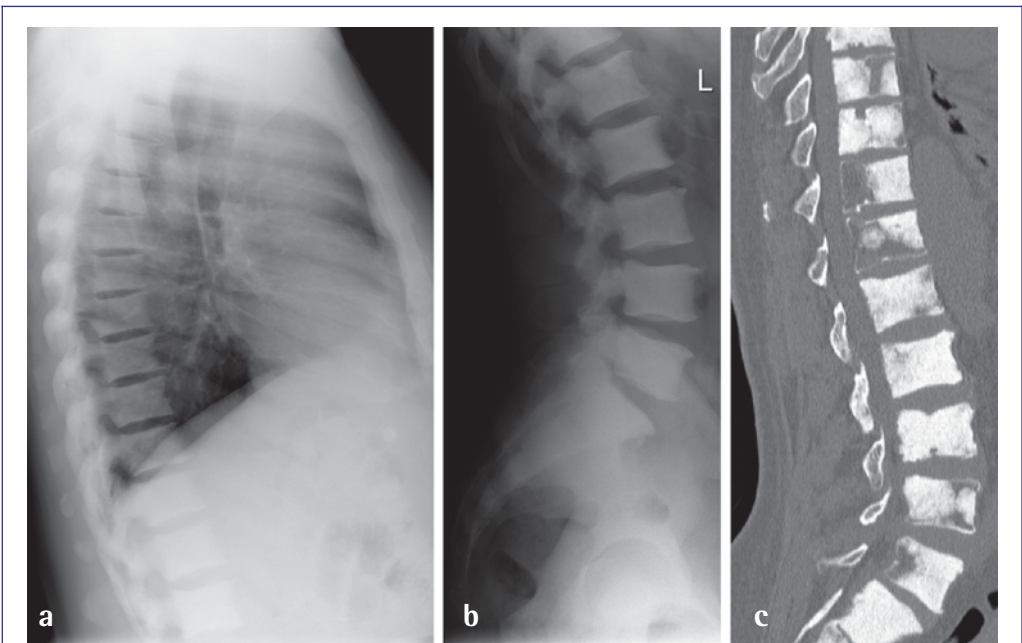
72-jähriger Patient mit Z. n. PVE. Eine ossäre Metastasierung war bereits bekannt; bei Schmerzen im Bereich von BWS und LWS ergab sich nun die Frage nach einer Frakturgefährde. Die konventionellen Röntgenaufnahmen von Thorax (a) und LWS (b) seitlich ließen eine komplett homogene osteosklerotische Metastasierung vermuten. Stattdessen zeigt das Multidetektor-CT mit sagittaler knöcherner Rekonstruktion (c) einen sehr inhomogenen Befall auf Höhe des lumbosakralen Übergangs. Insbesondere die Hinterkanten von BWK 11 und 12 sind nur noch als Filamente erhalten und somit bei kranial und kaudal benachbart soliden Wirbelkörpern vermehrt frakturgefährdet.
